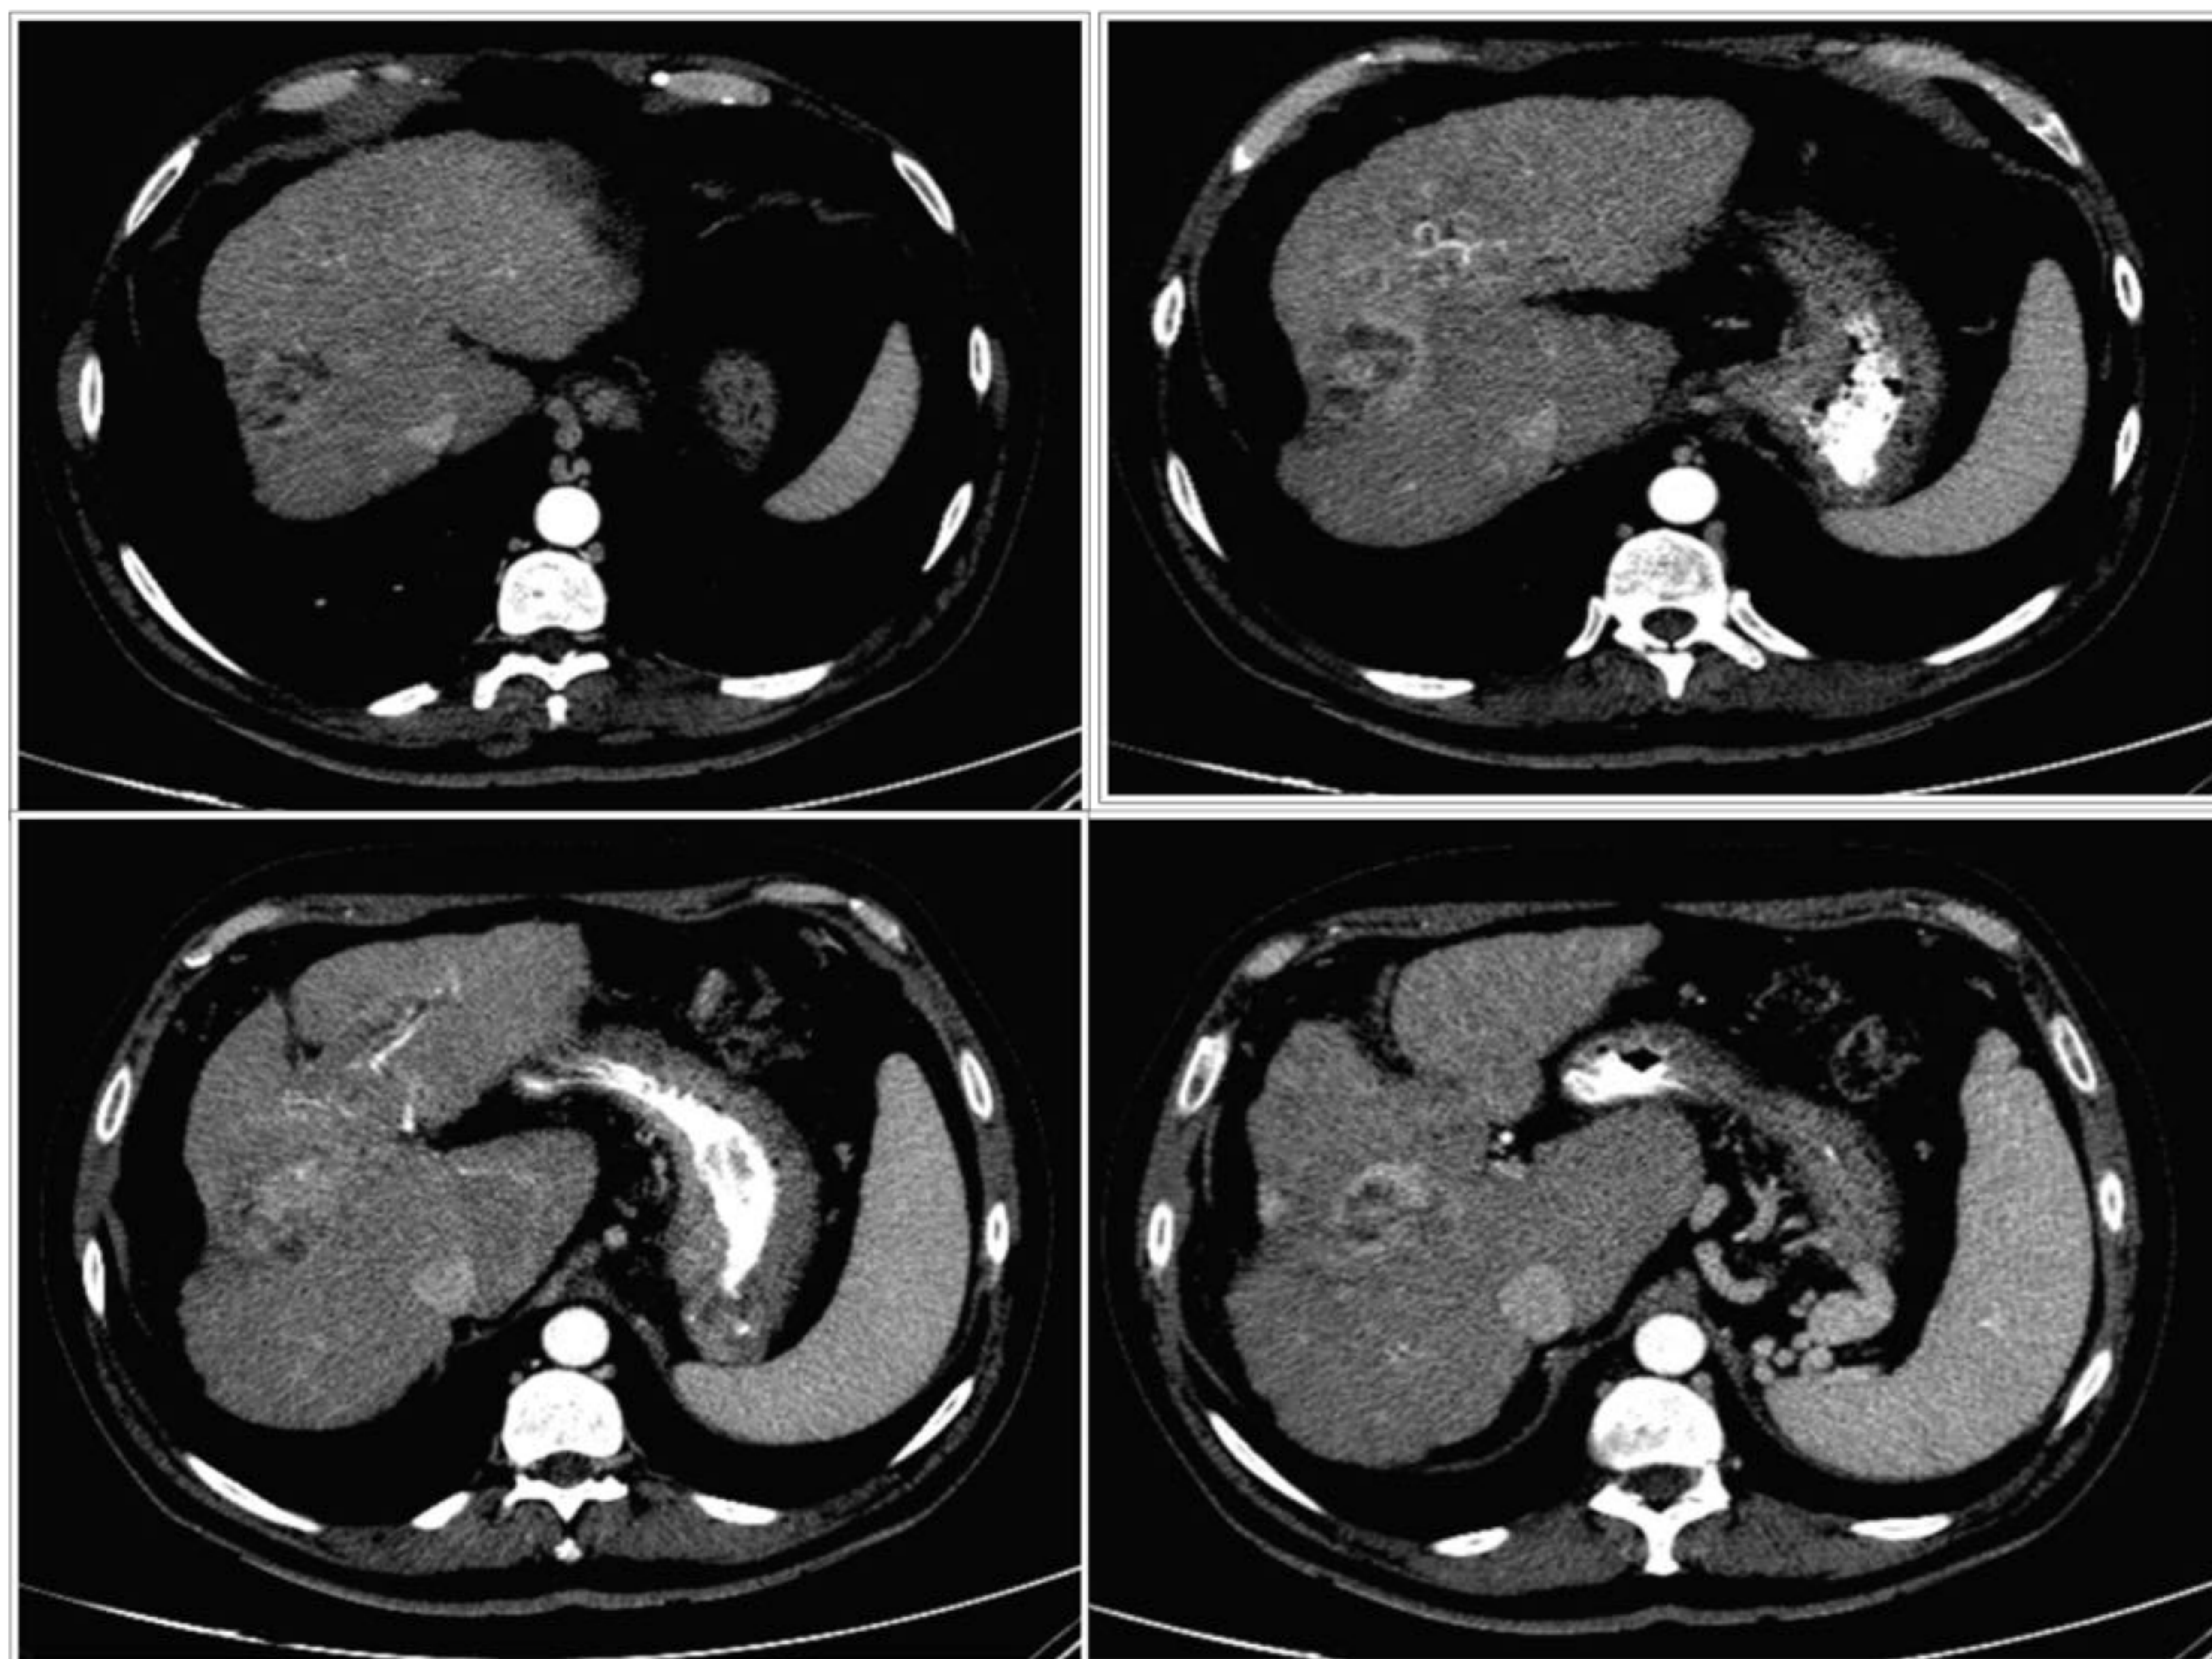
TC de control tras radioembolización.
